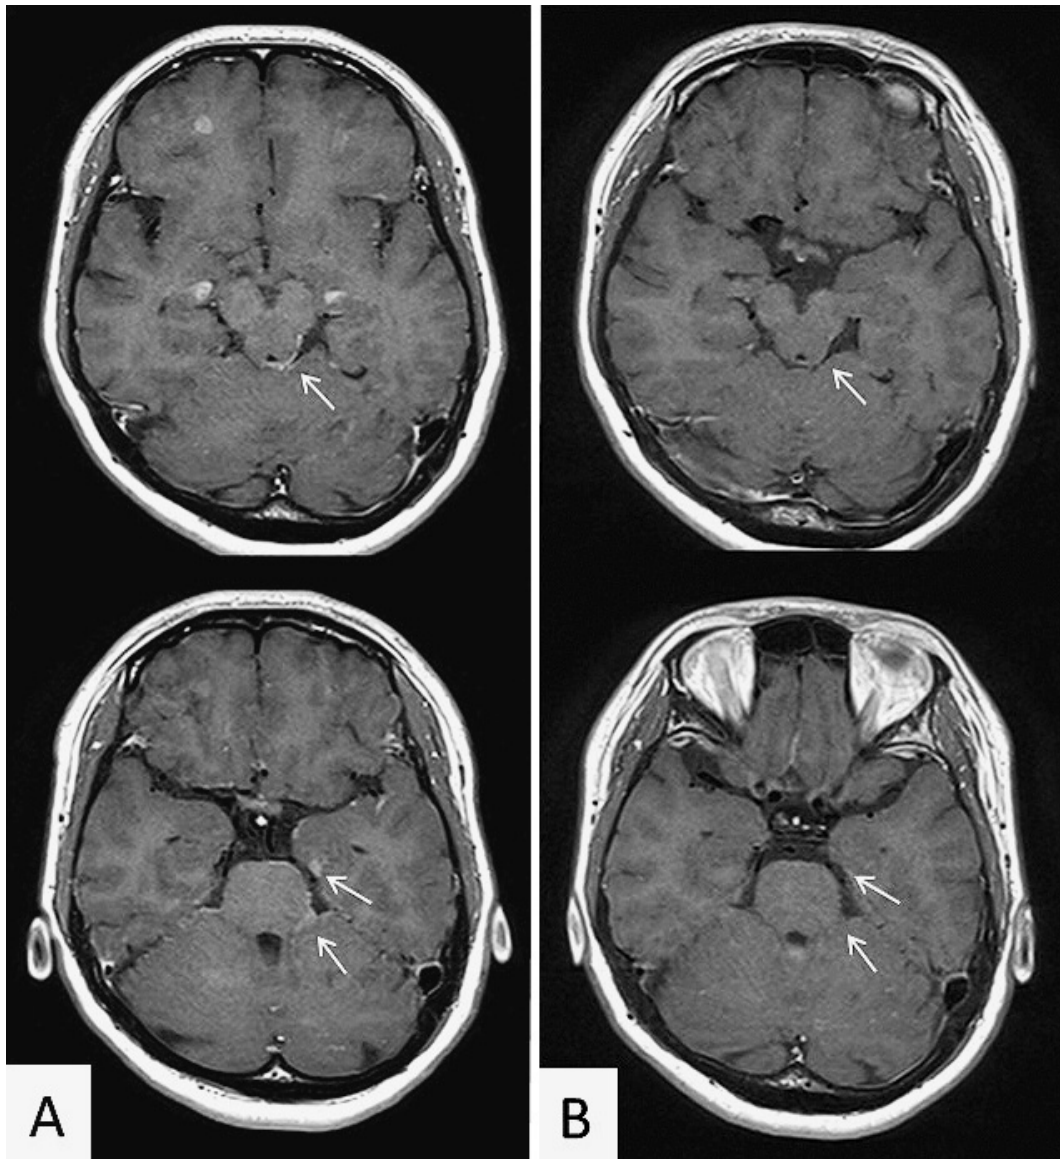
Brain MRI performed (A) before treatment with alectinib and (B) after 6 weeks of alectinib revealed the disappearance of leptomeningeal enhancement.
